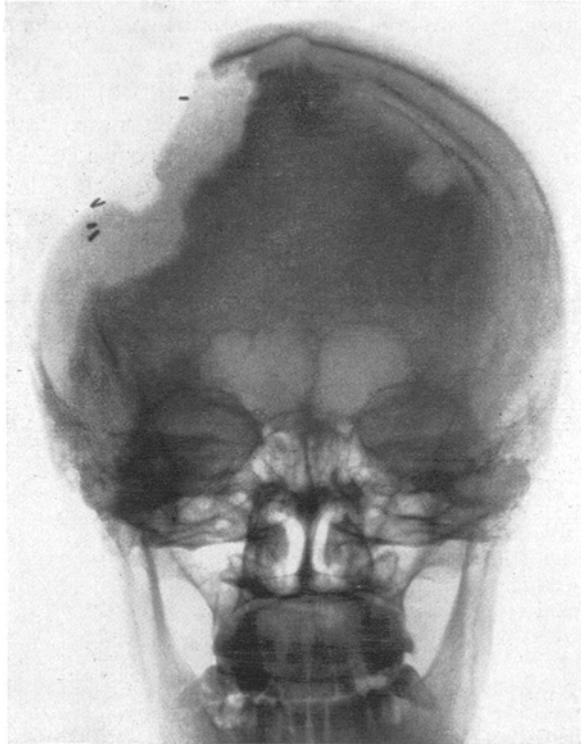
a.-p. Röntgenaufnahme des Patienten von Abb. 2-3.
